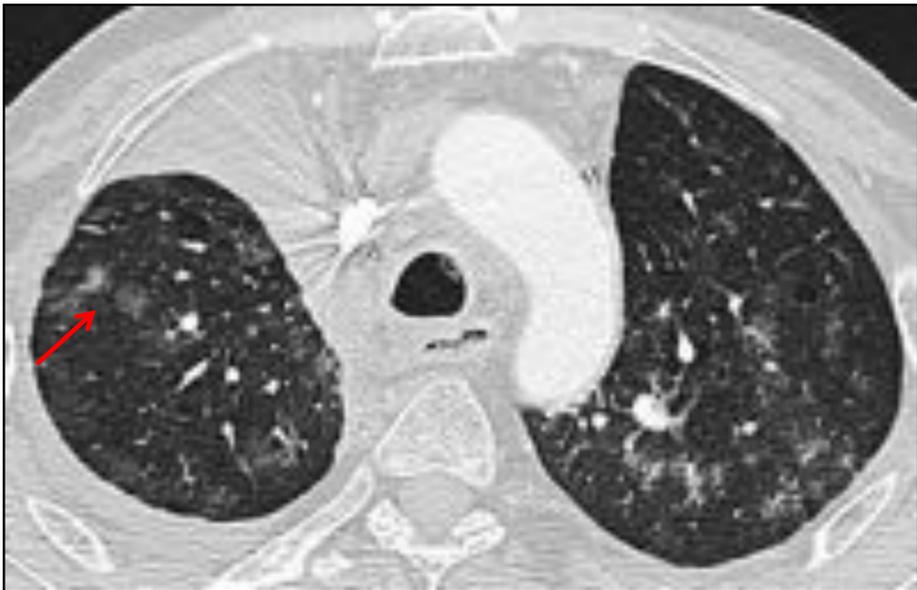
Varón de 55 años de edad con adenocarcinoma de pulmón con metástasis pulmonares. Imágenes axiales y reconstrucción coronal de TC de tórax con ventana de pulmón con opacidades en vidrio deslustrado bilaterales y derrame pleural derecho en relación con neumonitis tras 8 ciclos de Nivolumab (flechas rojas).
